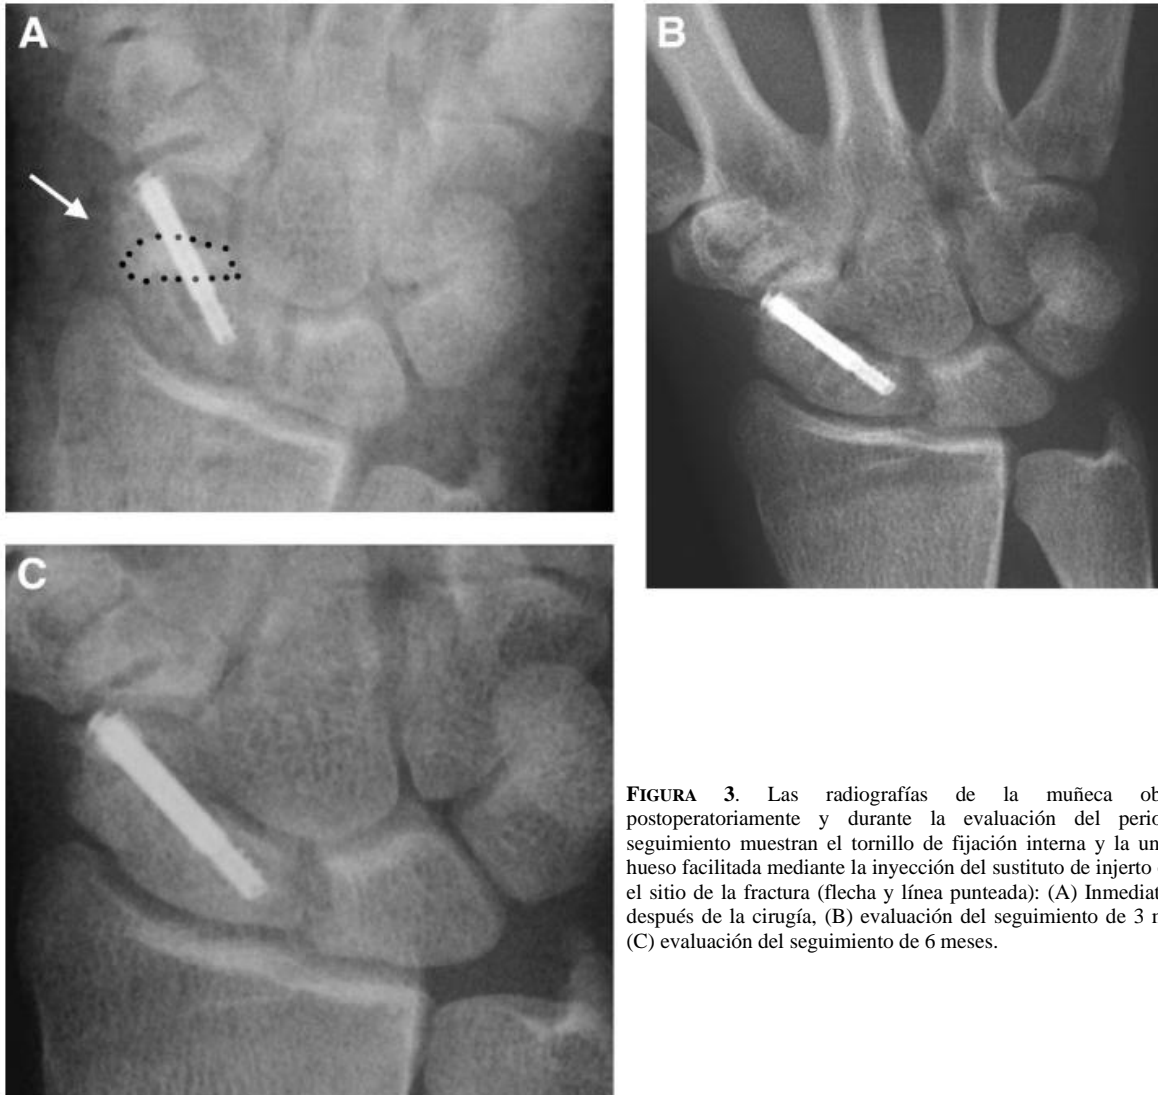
Las radiografías de la muñeca obtenidas postoperatoriamente y durante la evaluación del período de seguimiento muestran el tornillo de fijación interna y la unión del hueso facilitada mediante la inyección del sustituto de injerto óseo en el sitio de la fractura (flecha y línea punteada): (A) Inmediatamente después de la cirugía, (B) evaluación del seguimiento de 3 meses y (C) evaluación del seguimiento de 6 meses.
